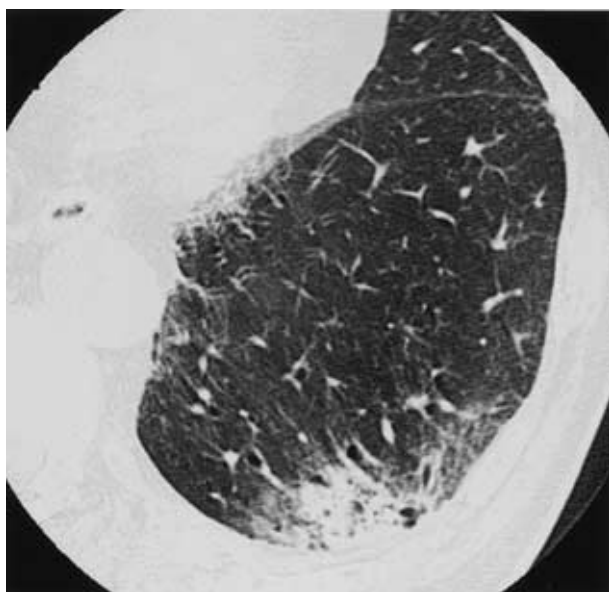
Chest CT scan in April 2000 showing consolidation with variously sized cysts in the left lower lobe.
